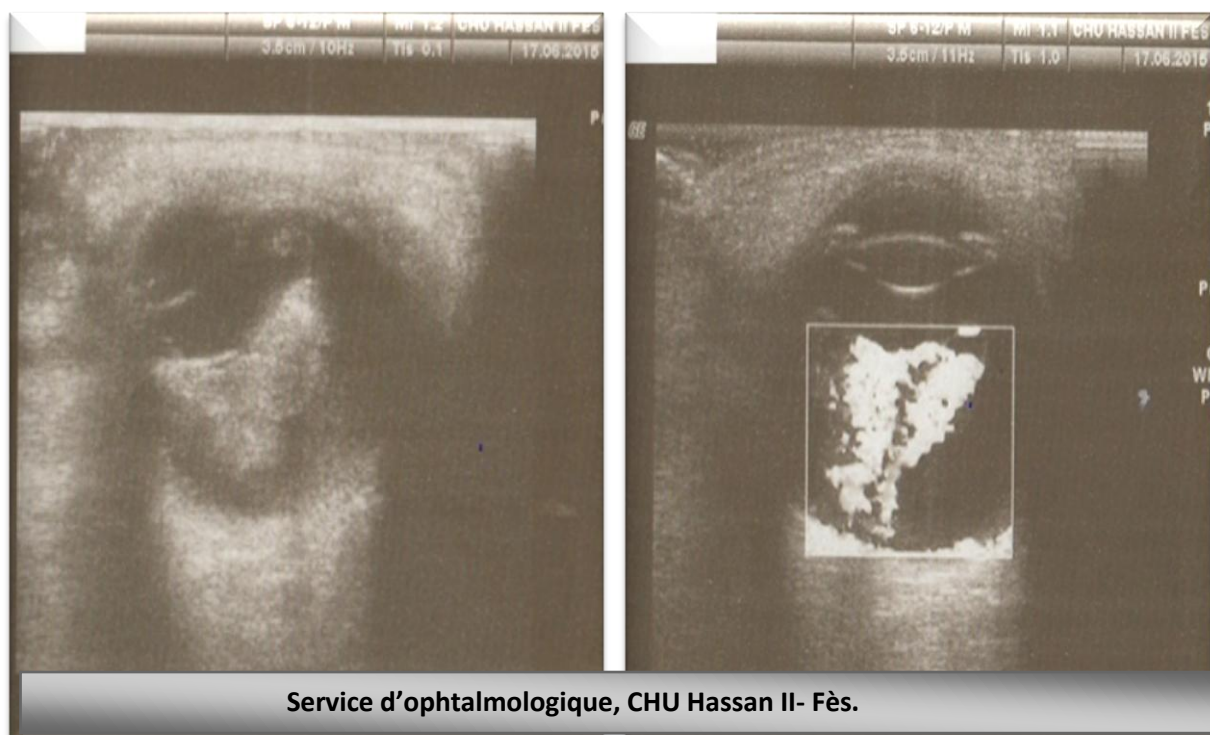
échographie oculaire montrant une masse hyperéchogène du pôle postérieur vascularisé au doppler.
